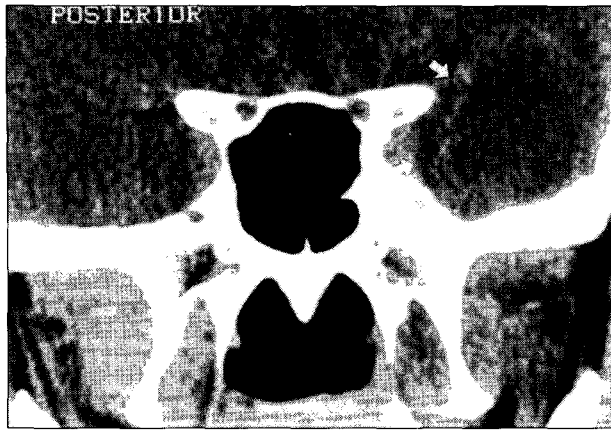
PNS CT coronal view(3 years postoperatively) : Low density cystic mass with peripheral enhancement(arrow) was visible in left middle cranial fossa.
